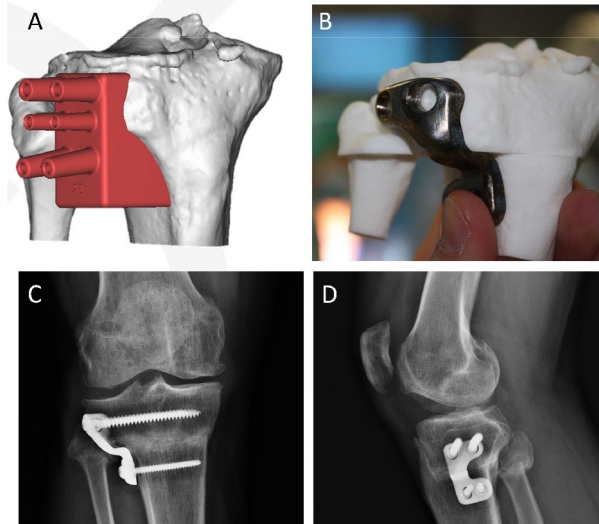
Design of the personalized guide (AJ, 3D printing of the plate (BJ) and X-ray of the surgical intervention (C, D).
